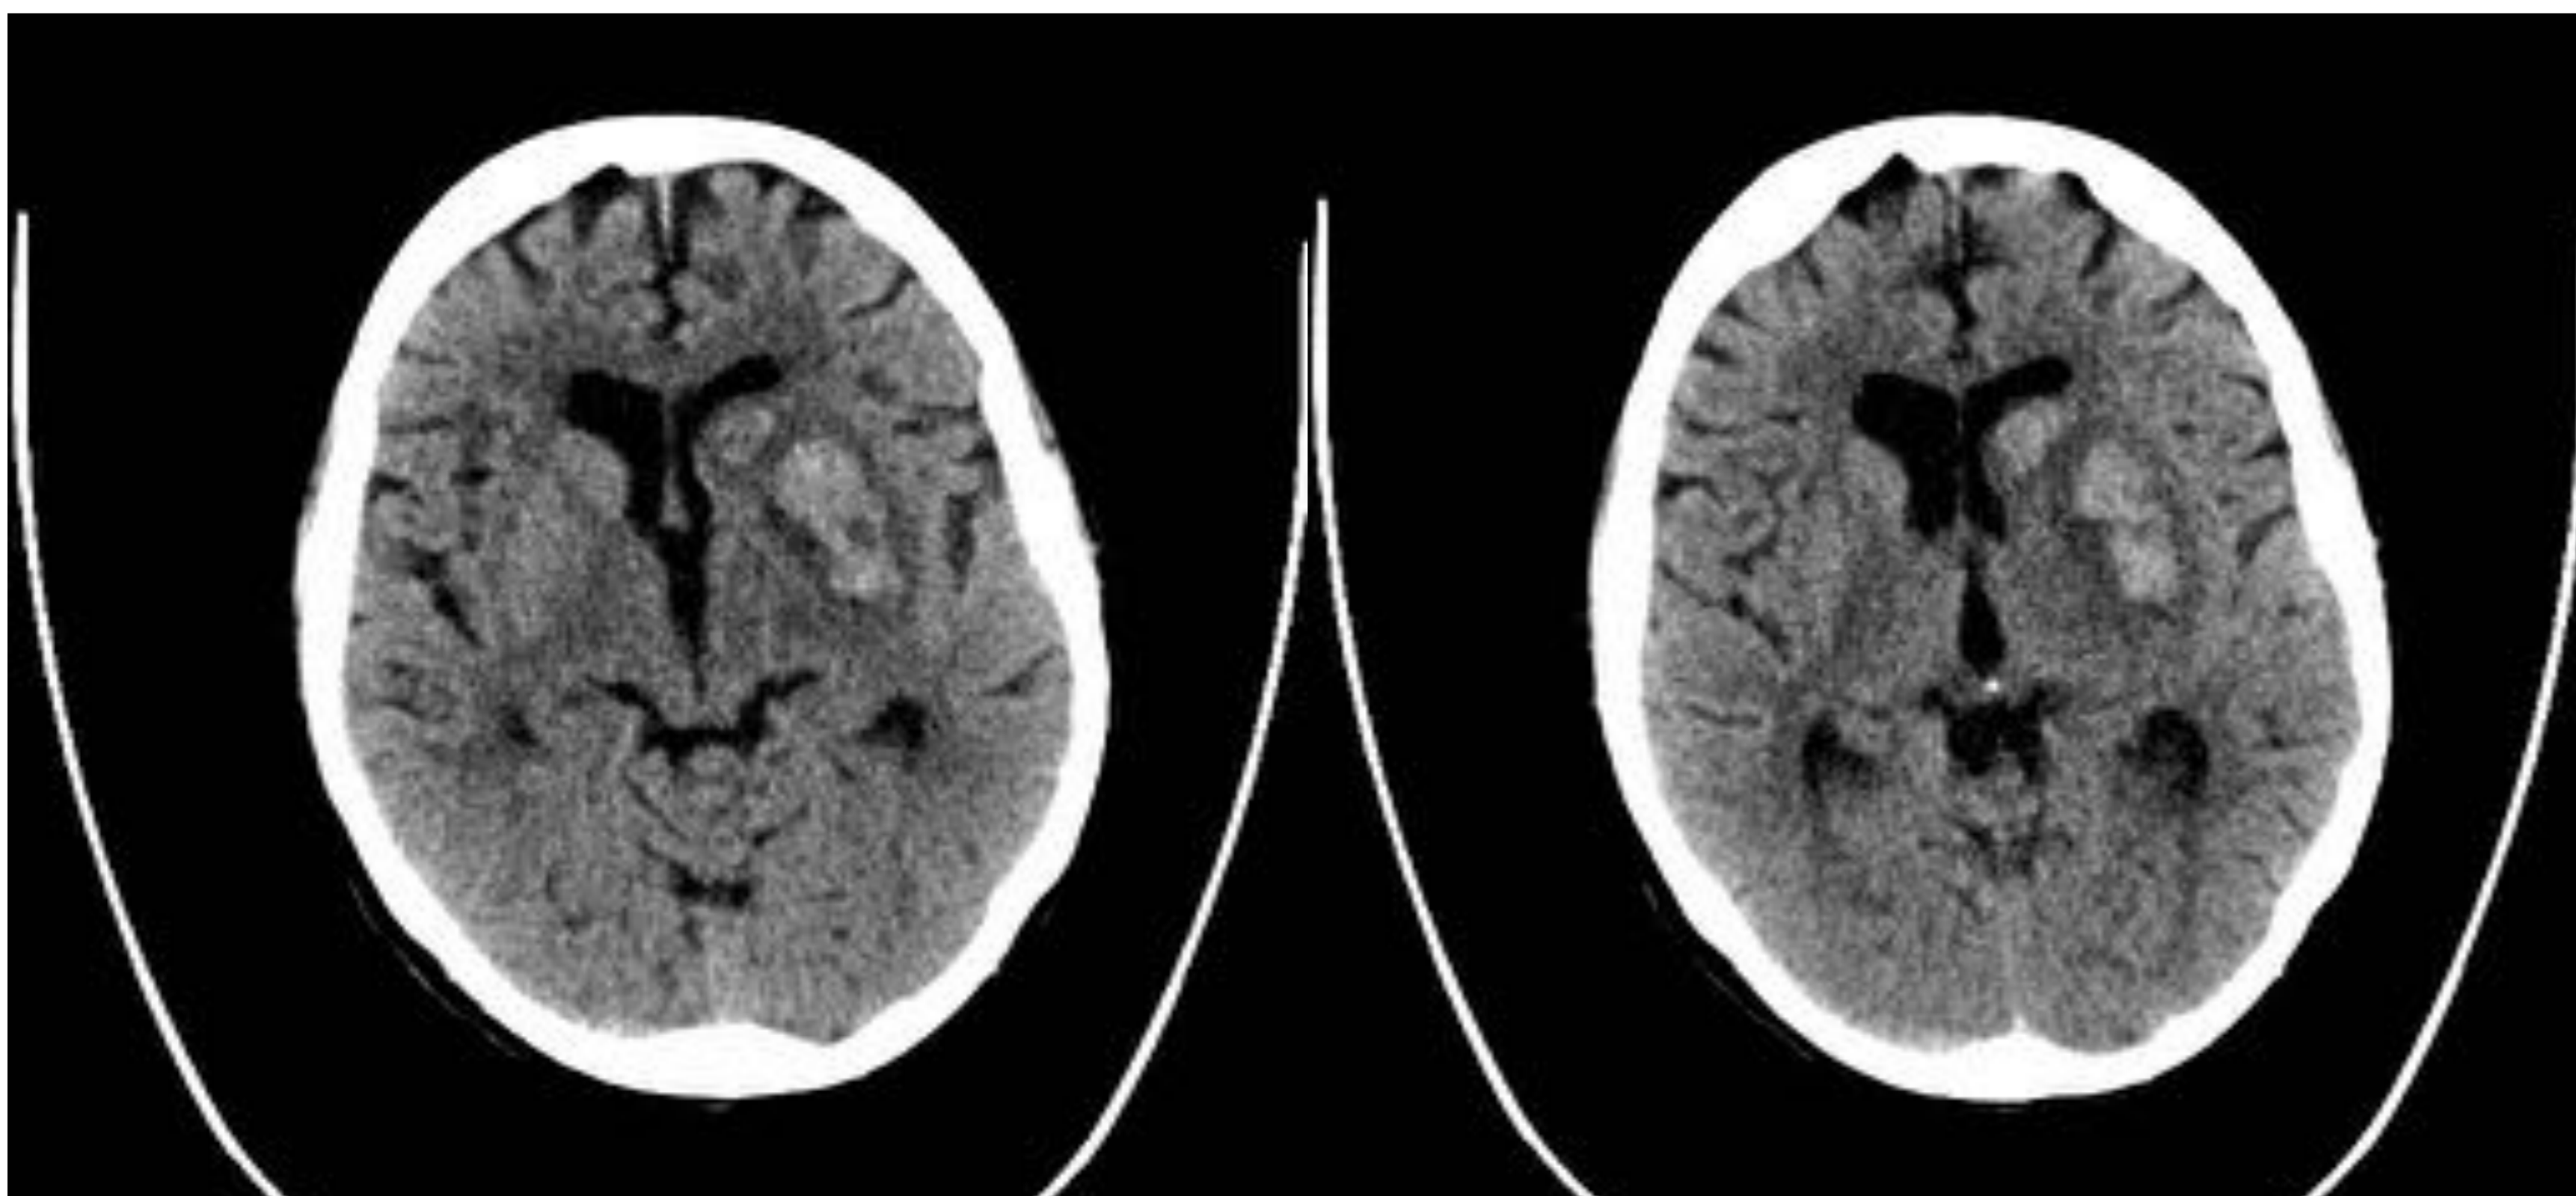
Cortes de tomografía computarizada axial de cráneo sin contraste intravenoso de la misma paciente que la Figura 11. Se le realiza trombectomía mecánica y en el control posterior a las 24 horas se evidencia transformación hemorrágica del ictus isquémico en núcleo lenticular y cabeza del caudado.
